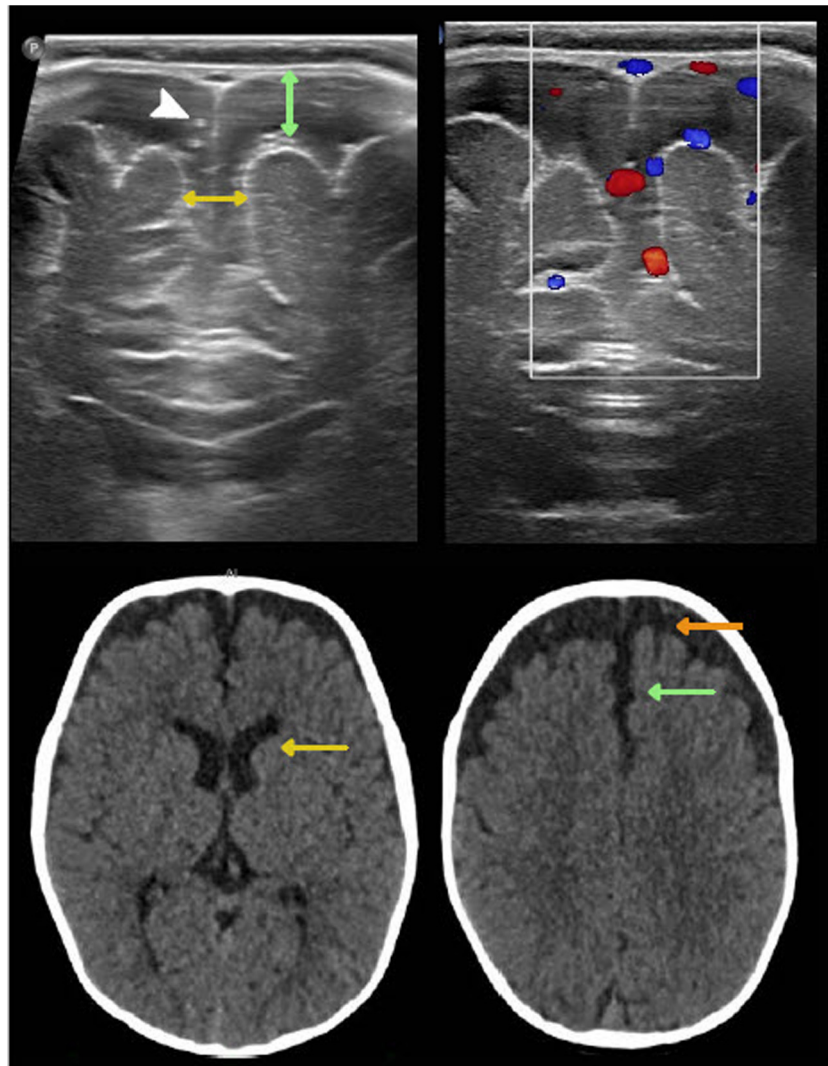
Ensanchamiento benigno del espacio subaracnoideo en un lactante de 7 meses. En la ecografía transfontanelar se muestran las principales medidas utilizadas para cuantificarlo: la distancia entre la tabla interna y la corteza cerebral (doble flecha verde) y la amplitud interhemisférica (doble flecha amarilla). Por encima de 10 mm son patológicas. Nótese la presencia de imágenes ecogénicas puntiformes (punta de flecha blanca) que corresponden a estructuras vasculares características de este compartimiento y que también se ven con Doppler color. En la tomografía computarizada sin contraste se observa mayor amplitud del espacio subaracnoideo de la convexidad frontal (flecha naranja), con compromiso de la fisura interhemisférica anterior (flecha verde) y leve aumento de tamaño de las astas frontales (flecha amarilla). La densidad es la misma que la del líquido cefalorraquídeo y no produce efecto de masa.
